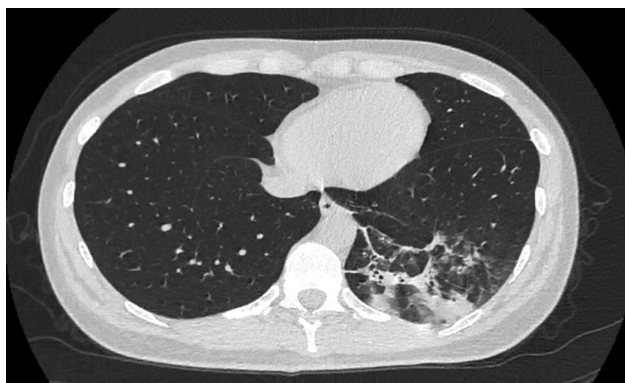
Компьютерная томография легких, июнь 2020 г., при поступлении (картина фиброзных изменений в легком после вирусной пневмонии, вызванной вирусом SARS-CoV-2)
